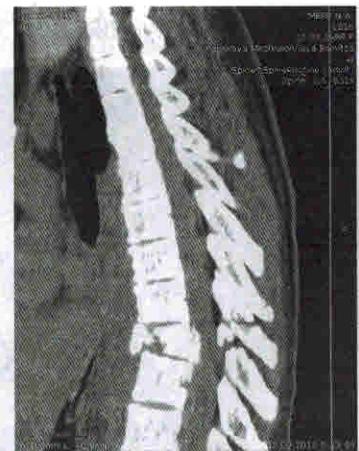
МСКТ-снимок пациента с компрессионно-оскользчатым переломом тела Th7 грудного позвонка
